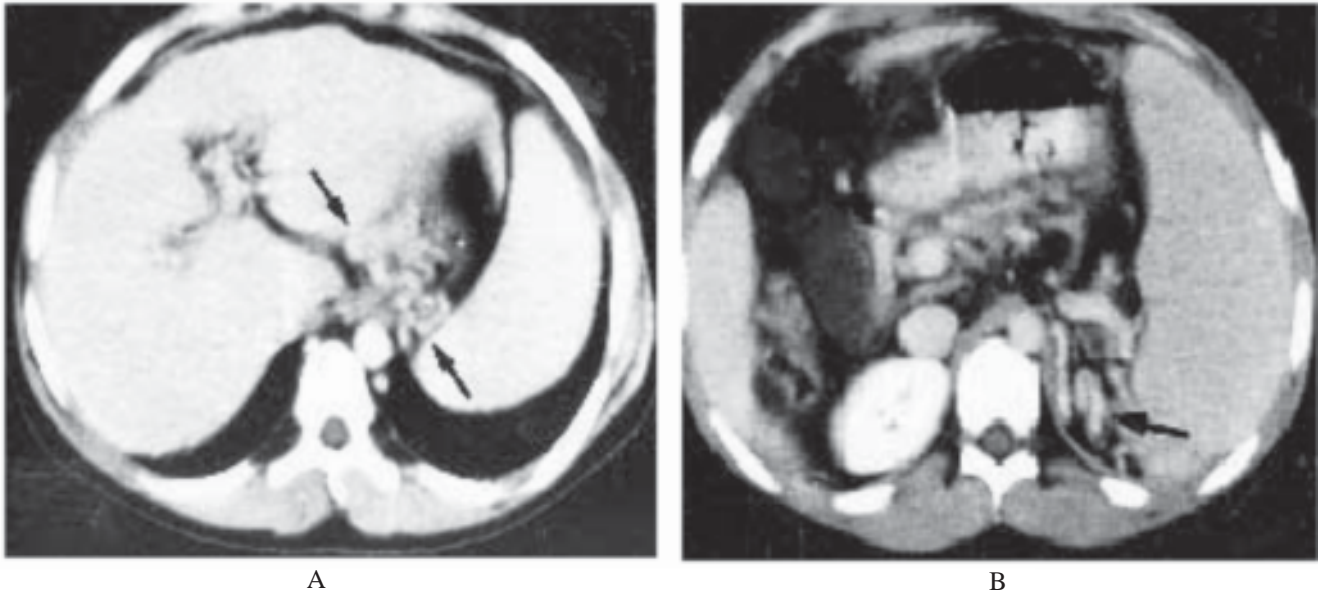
Hipertensión portal con várices esofágicas. A. Tomografía axial que muestra numerosas colaterales cerca de la unión esofagogastrica. B. Cerca de la parte posterior media del bazo. El hígado y el bazo están aumentados de tamaño.
